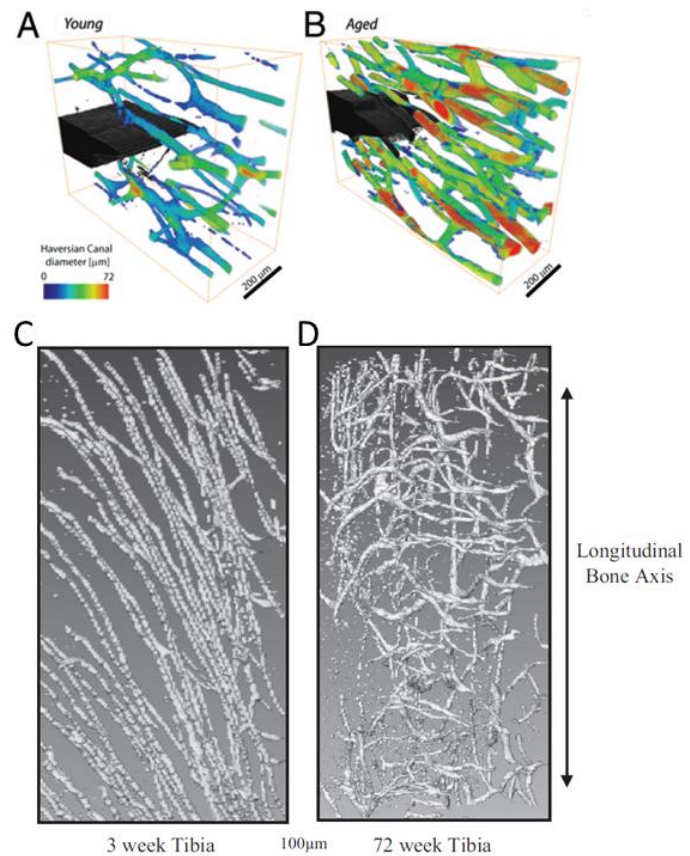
μCT-Aufnahmen der kortikalen Kanäle mit zunehmendem Alter
